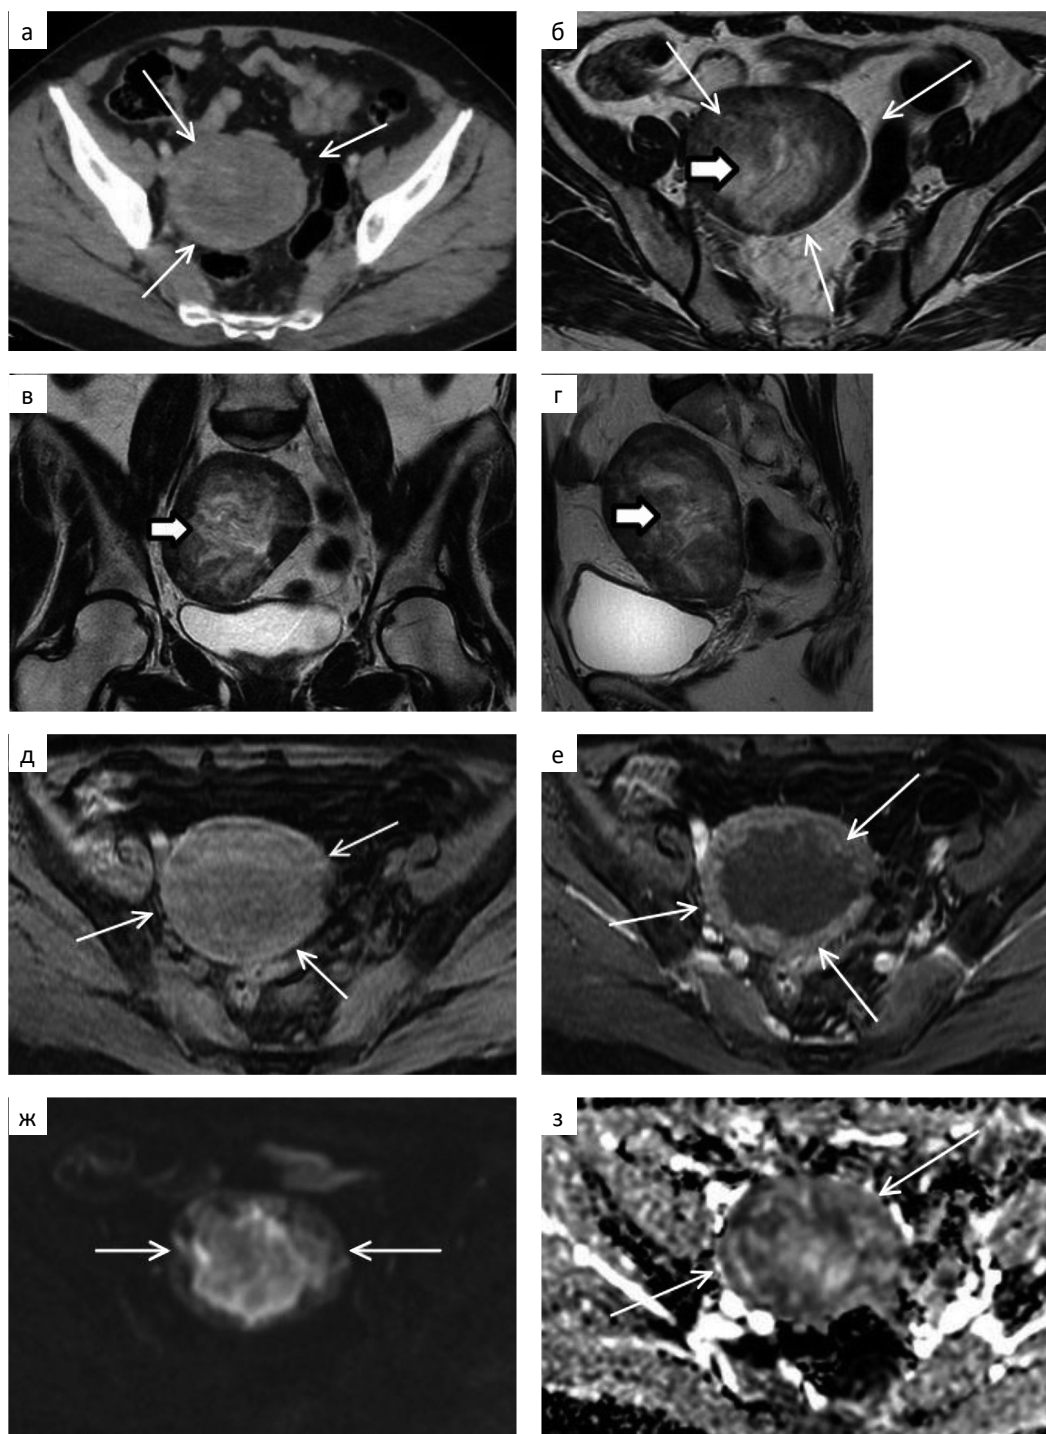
а — Аксиальная компьютерная томограмма таза пациентки Д., 55 лет с госсипибомой в венозную фазу внутривенного контрастирования; б-з — МР-томограммы таза: б — T₂-аксиальная проекция; в — T₂-корональная проекция, г — T₂-сагиттальная проекция; д, е — T₁-аксиальные проекции: д — нативная фаза; е — артериальная фаза внутривенного контрастирования; ж, з — диффузионно-взвешенные МР-томограммы: ж — с b-фактором 50 с/мм²; з — ИКД-карта.
